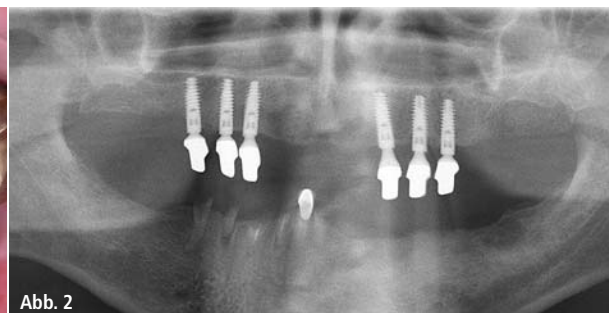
Klinische und röntgenologische Ausgangssituation mit vormaliger Teleskopversorgung im Oberkiefer und nicht erhaltungsfähiger Restbezaehlung im Unterkiefer.
